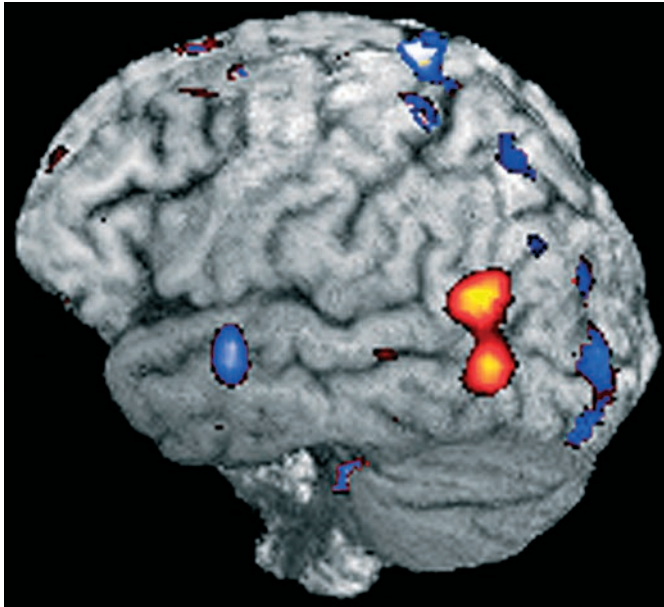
Individuelle, tinnitusassoziierte Aktivierungsmaxima im Kortex. Um zu individuellen, mit der Tinnituswahrnehmung assoziierten Aktivierungsmustern im Kortex zu gelangen, werden PET-Aufnahmen ohne Tinnituswahrnehmung (Suppression durch i.v. Lidocain-Gabe) von Aufnahmen während der Wahrnehmung des Tinnitus subtrahiert. Dadurch ist es möglich, die Magnetstimulation auf das individuelle, tinnitusassoziierte Aktivierungsmaximum, welches in den „On-off“-PET-Untersuchungen charakterisiert wurde, zu fokussieren (mit freundlicher Genehmigung, Dr. C. Plewnia, Dr. M. Reimold, Tübingen).
